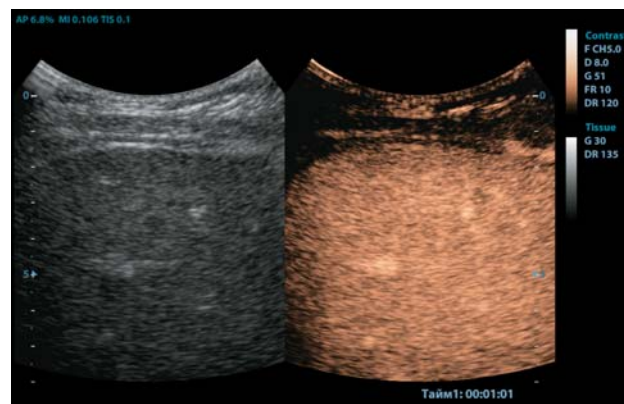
КУУЗИ печени. Отсутствие визуализации изоэхогенного в В-режиме и изоконтрастированного в режиме КУУЗИ образования на фоне паренхимы печени в портальную фазу. Собственное наблюдение.
